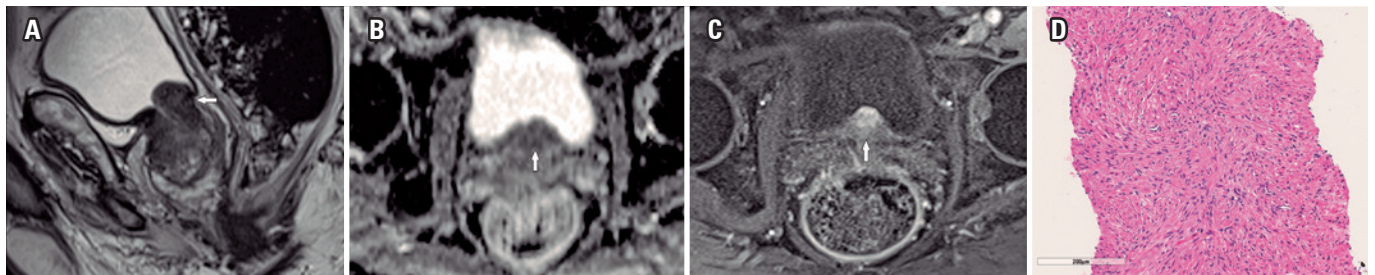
A ressonância magnética multiparamétrica da próstata mostra uma lesão mal definida na área periuretral da zona de transição (A), com moderada restrição à difusão no mapa de coeficiente de difusão aparente (B), e hipervascularização precoce na sequência dinâmica pós-contraste (C). A análise patológica confirmou um leiomioma prostático puro (D)
